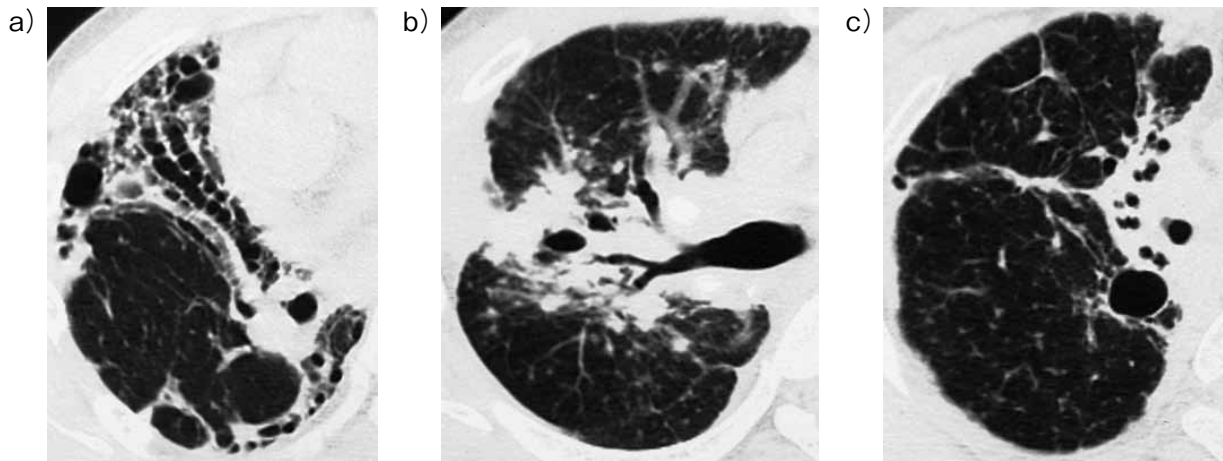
特徴的な気管支血管周囲の線維化 (CT). sPAP ≥ 40 mmHg, %TLC < 60%の3症例 (文献5より改編引用)
